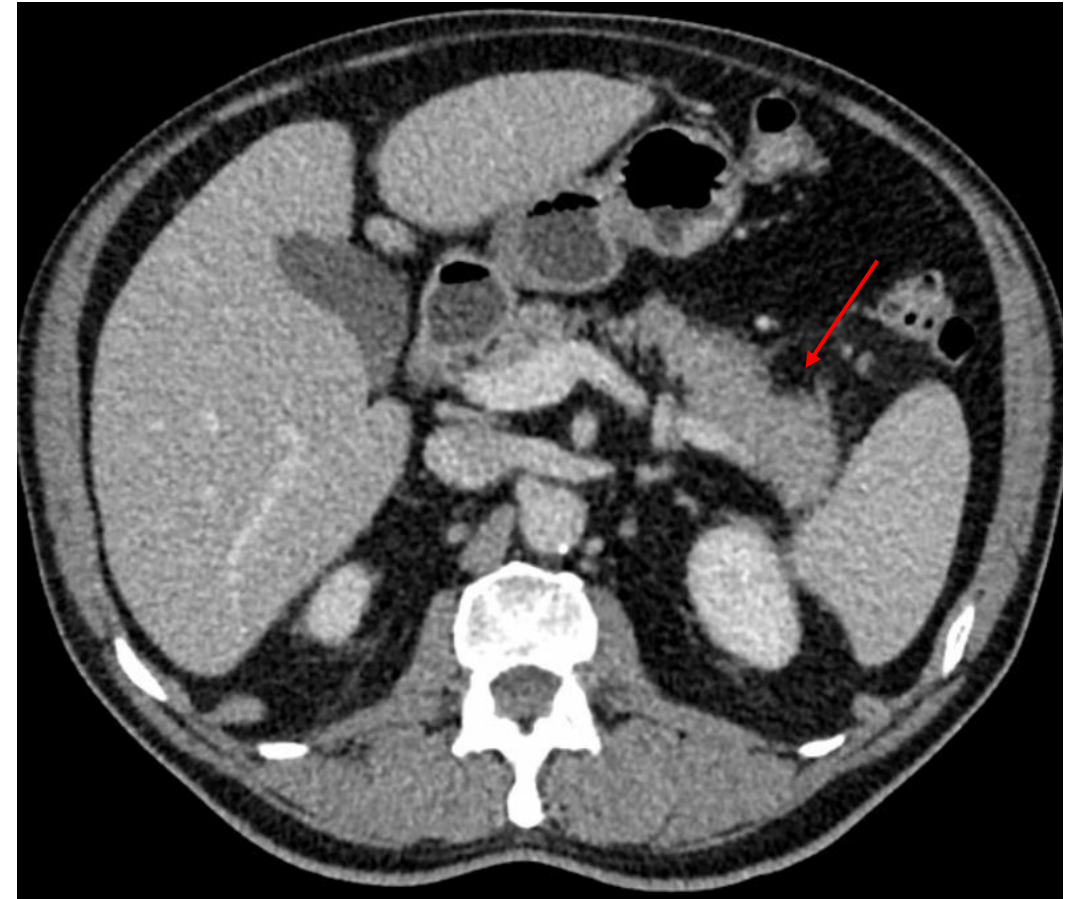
TC con contraste en fase portal
